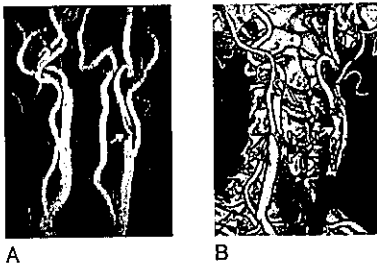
頸部内頸動脈狭窄例。MRA(A)と3 dimension-CT angiography: 3D-CTA(B)にて左内頸動脈起始部に狭窄(矢印)を認める。
